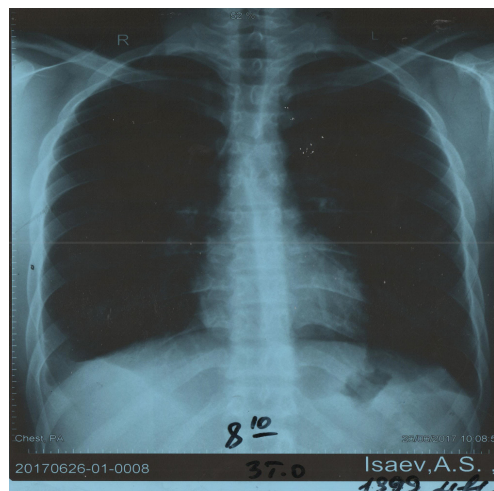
Рентгенограмма больного от 26.06.2017 г.
